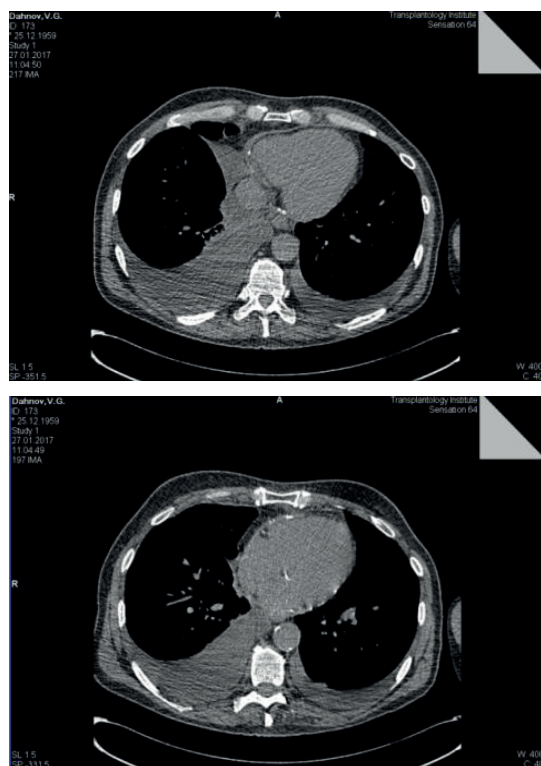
МРТ сердца больного Д.
